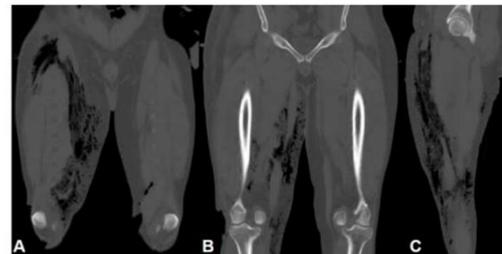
Imágenes de TC de miembros inferiores al ingreso. Reconstrucciones coronales (A y B) y sagital (C) donde se observan áreas de hipodensidad compatibles con componente aéreo a predominio de compartimento interno derecho y anterior. TC = tomografía computada.
